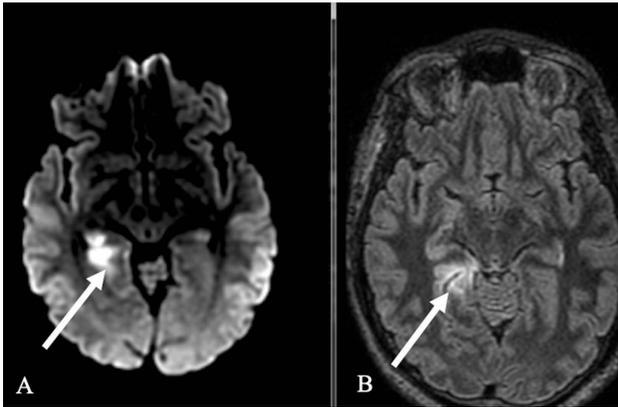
Séquences de diffusion axiale (A) et FLAIR (B) en IRM cérébrale, montrant un infarctus aigu du territoire de l'artère cérébrale postérieure droite (flèches).
